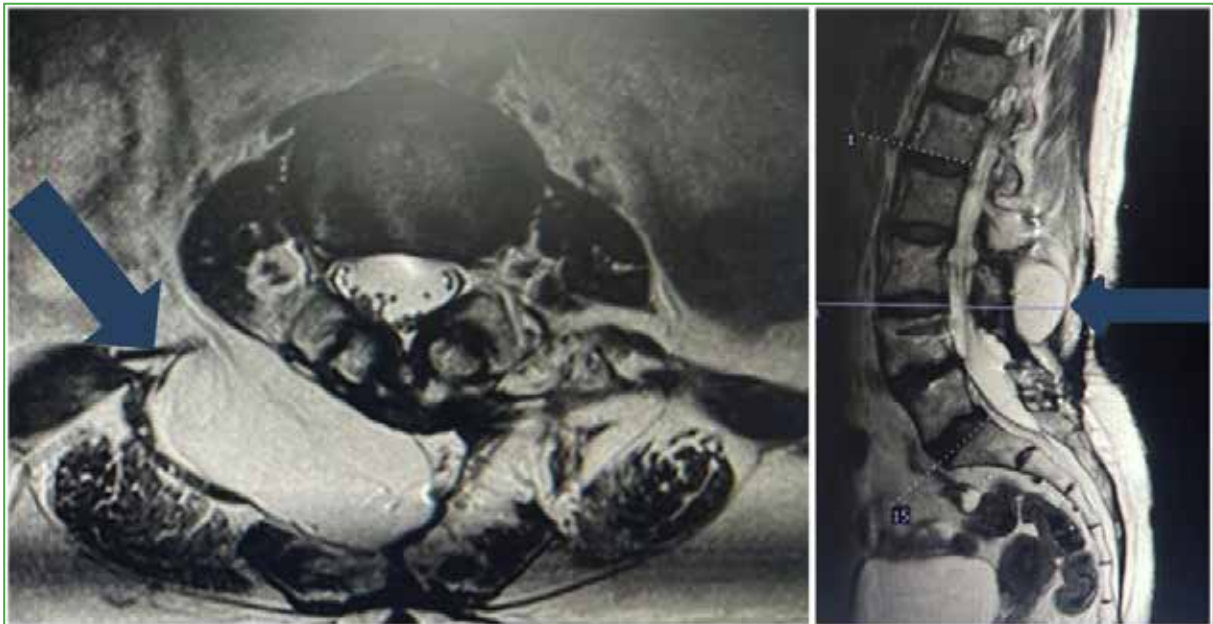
Resonancia magnética de la región lumbosacra, cortes axial y sagital. En la región posterolateral derecha, se visualiza una imagen hiperintensa de 10 x 5 x 5 cm, con un anillo herniario de 1 cm, que se comunica con la cavidad retroperitoneal.
